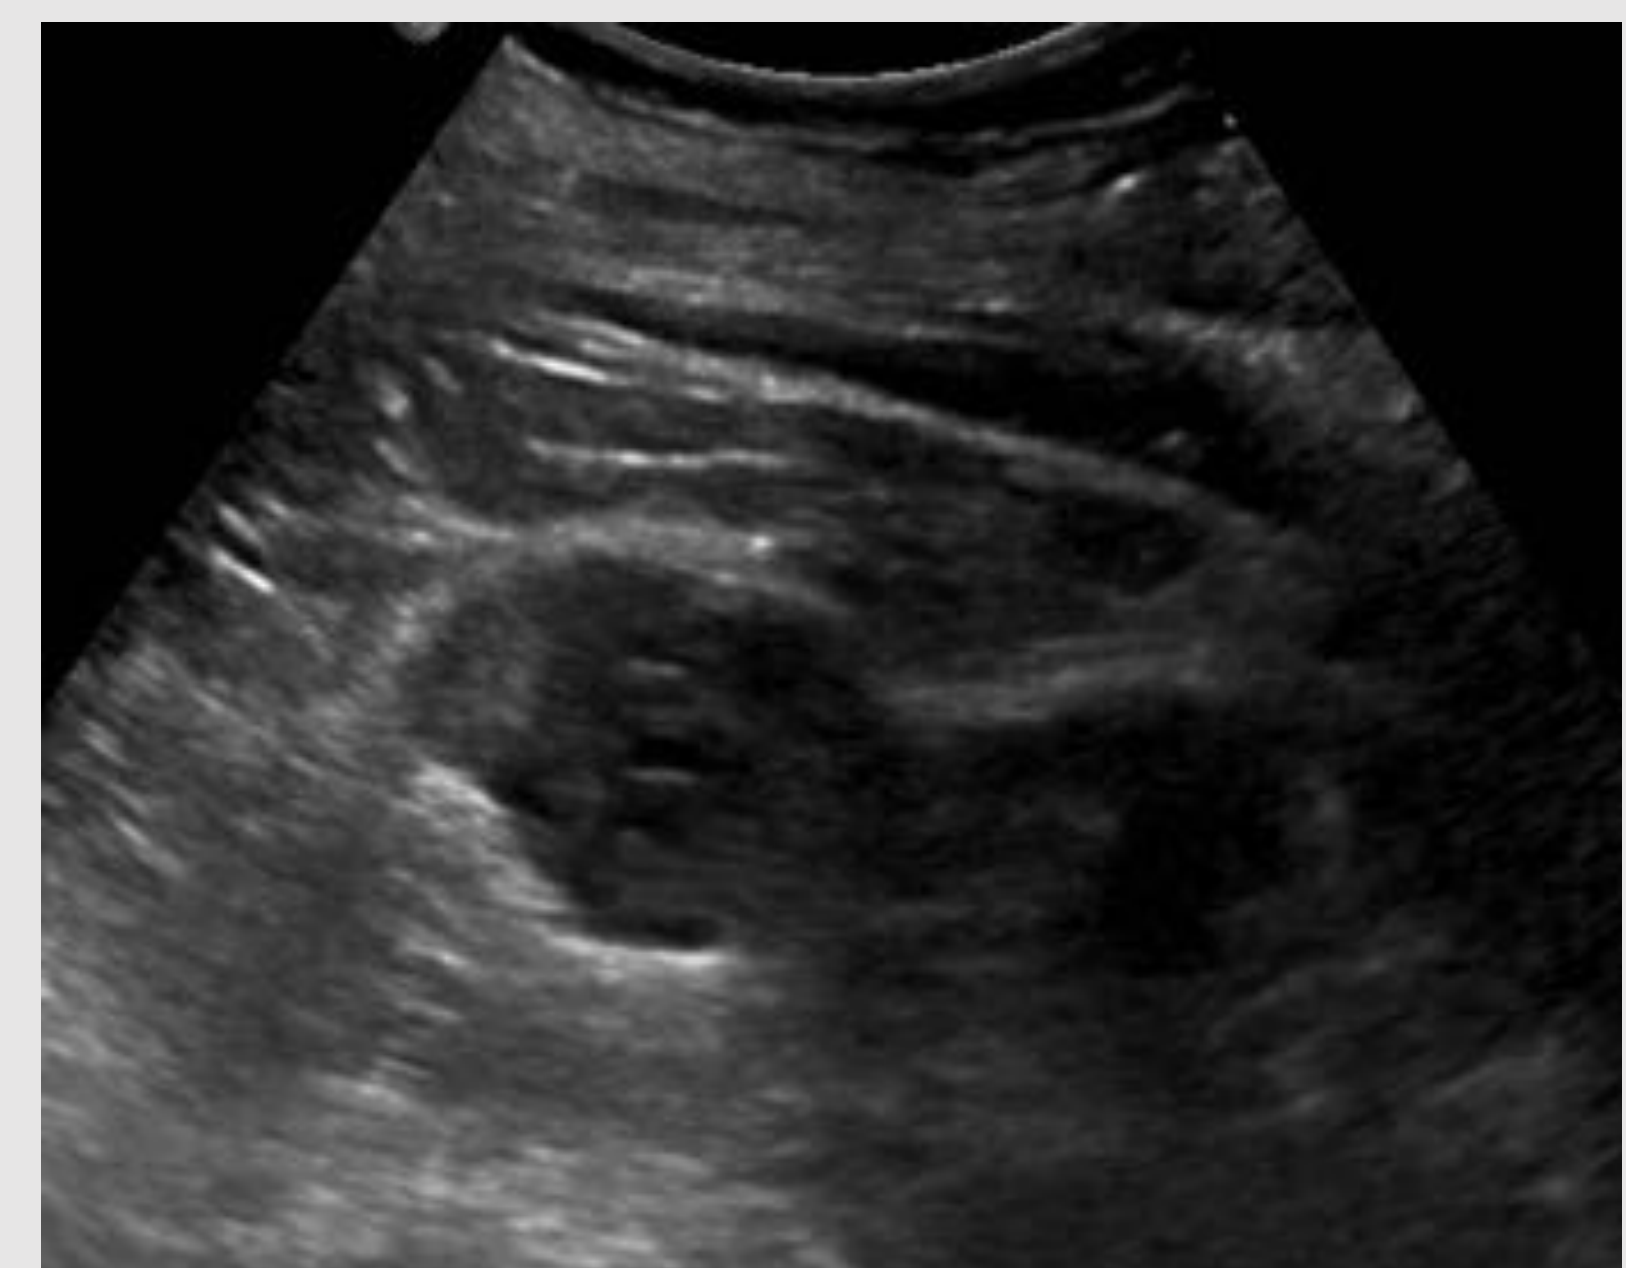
Carcinoma de células renales en paciente de 75 años tratado con éxito mediante ablación por radiofrecuencia. La ecografía y la TC muestran un nódulo de 2 cm. En los controles a los 2, 4, 7 y 24 meses la lesión no presenta realce y se observa un halo de necrosis grasa que va dejando paso a una zona de fibrosis.
